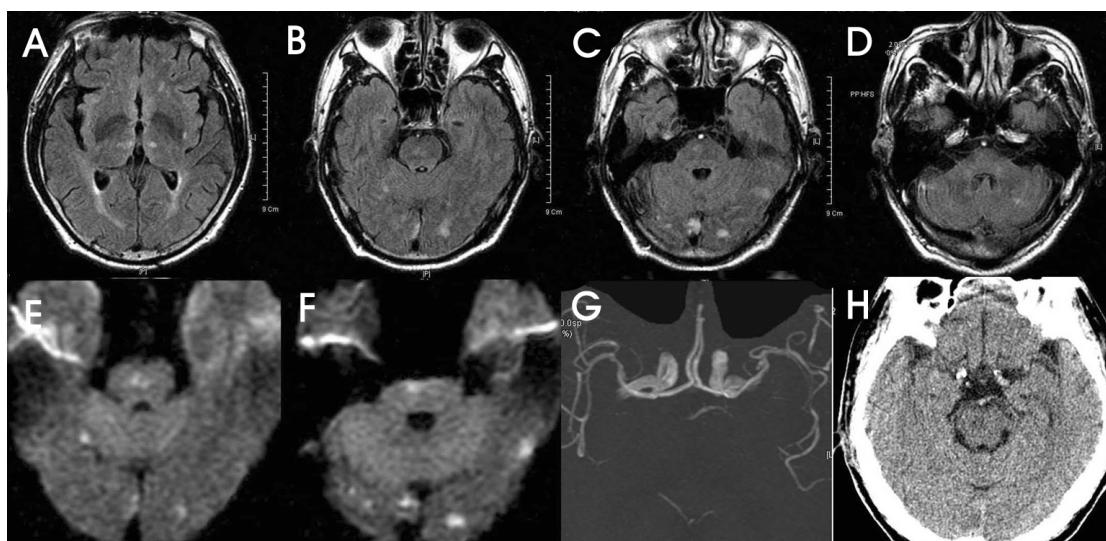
Brain MRI taken on third day. (A-F): Fluid attenuated inversion recovery (FLAIR, A-D) and diffusion-weighted images (E and F) show multiple tiny infarctions in the bilateral thalamus, cerebellum and ventral pons. However, lateral caudal pons demonstrates no definite lesions on MRI (D and F). (G) MRA does not reveal any identifiable signals from bilateral vertebral artery and basilar artery. (H) Follow-up brain CT taken on seventh day when the patient's neurologic signs aggravated reveals low densities in the upper pons.
